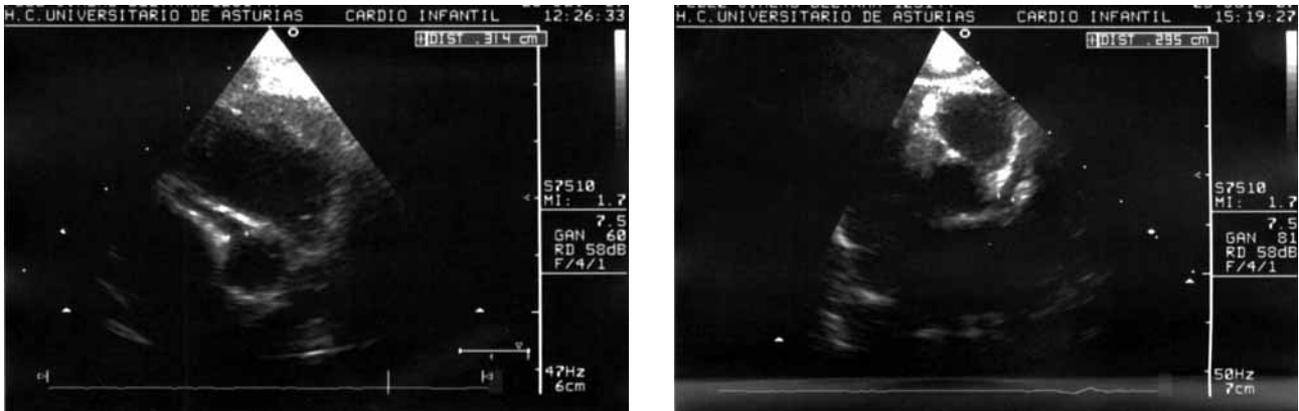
Ecocardiografías que muestran dilataciones coronarias.
